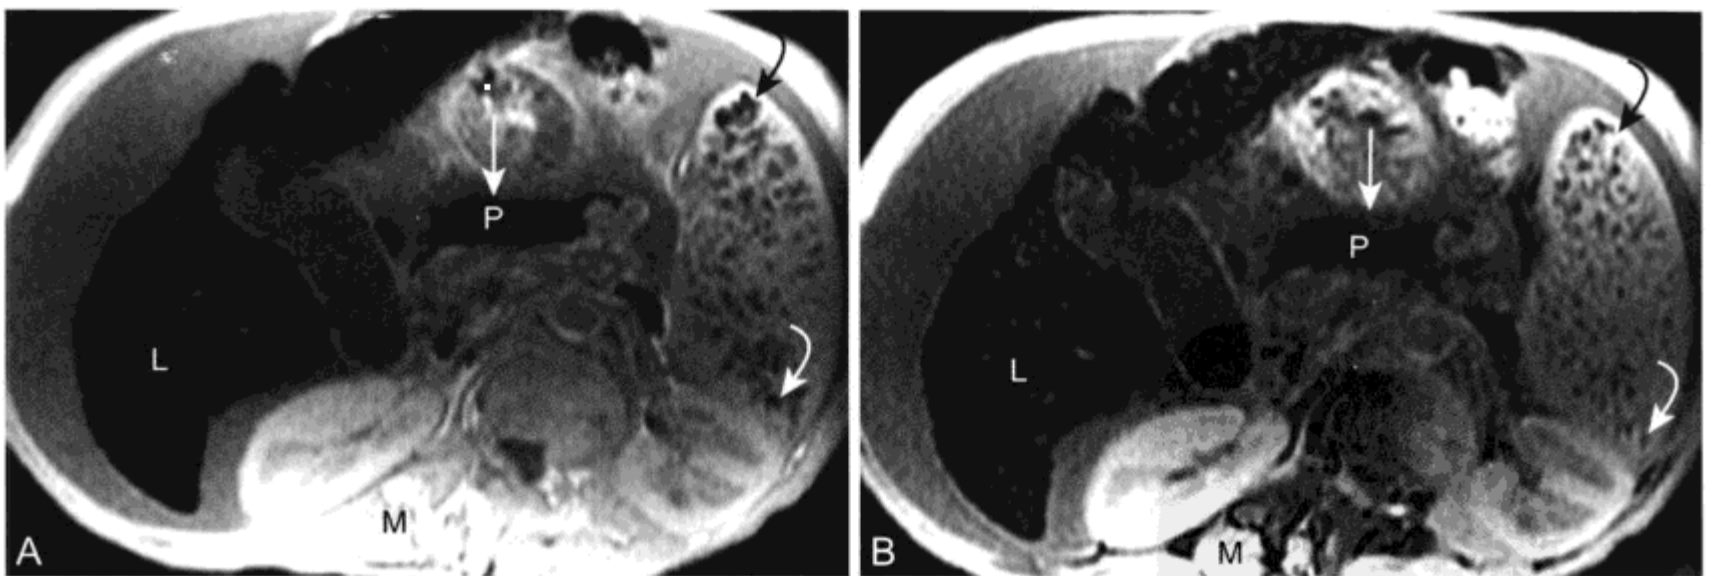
男，34 岁，遗传性血色素沉着病肝铁超载的 MRI 表现
